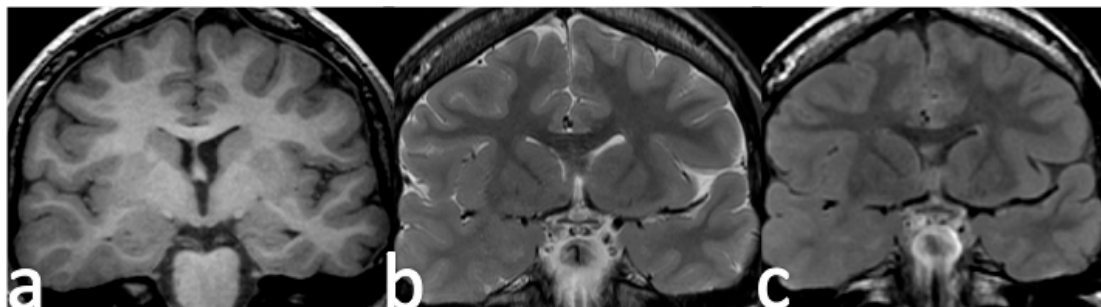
Ejemplo de displasia cortical tipo I en lóbulo temporal derecho. Cortes coronales con secuencias T1 (a), T2 (b) y FLAIR (c). Puede observarse discreta borrosidad del margen cortical con mínimo engrosamiento cortical en todas las secuencias. La sustancia blanca no presenta alteraciones en la secuencia T1, pero presenta mínimo aumento de señal en la secuencias T2 y FLAIR, sobre todo en ésta última.
